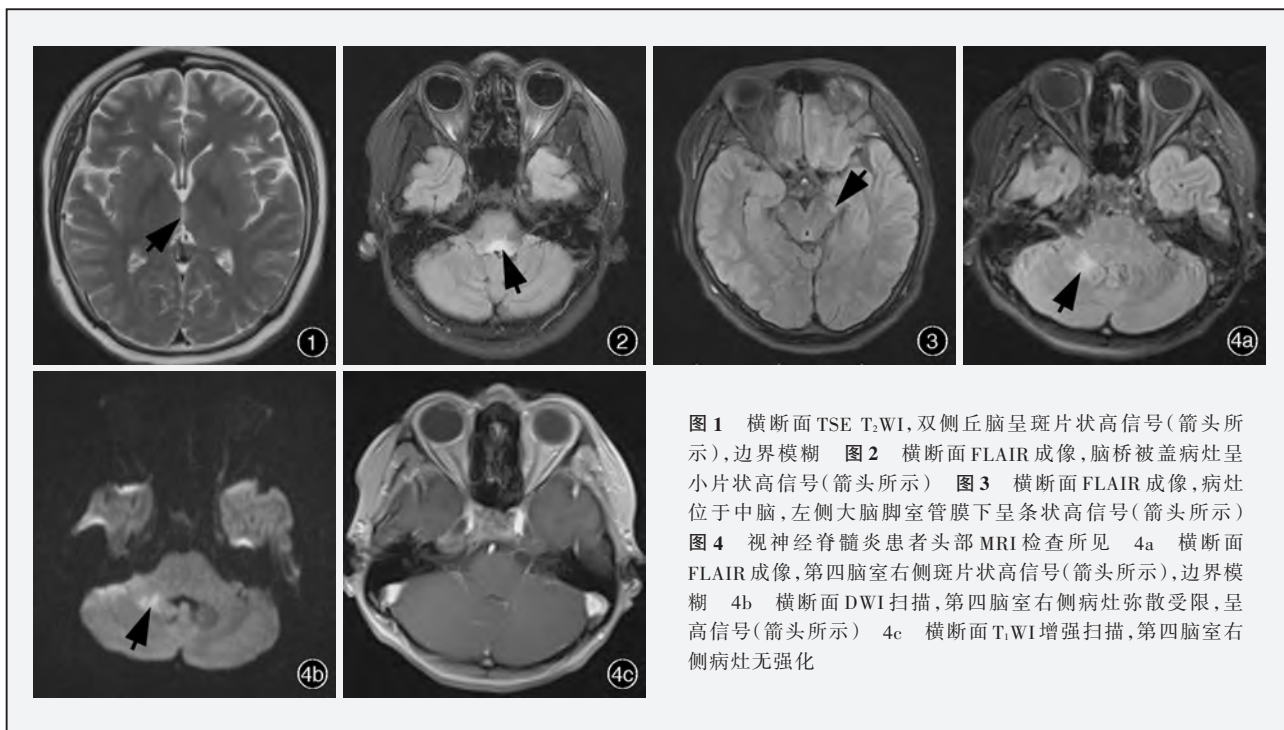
横断面 TSE T₂WI, 双侧丘脑呈斑片状高信号(箭头所示), 边界模糊 图 2 横断面 FLAIR 成像, 脑桥被盖病灶呈小片状高信号(箭头所示) 图 3 横断面 FLAIR 成像, 病灶位于中脑, 左侧大脑脚室管膜下呈条状高信号(箭头所示) 图 4 视神经脊髓炎患者头部 MRI 检查所见 4a 横断面 FLAIR 成像, 第四脑室右侧斑片状高信号(箭头所示), 边界模糊 4b 横断面 DWI 扫描, 第四脑室右侧病灶弥散受限, 呈高信号(箭头所示) 4c 横断面 T₁WI 增强扫描, 第四脑室右侧病灶无强化
